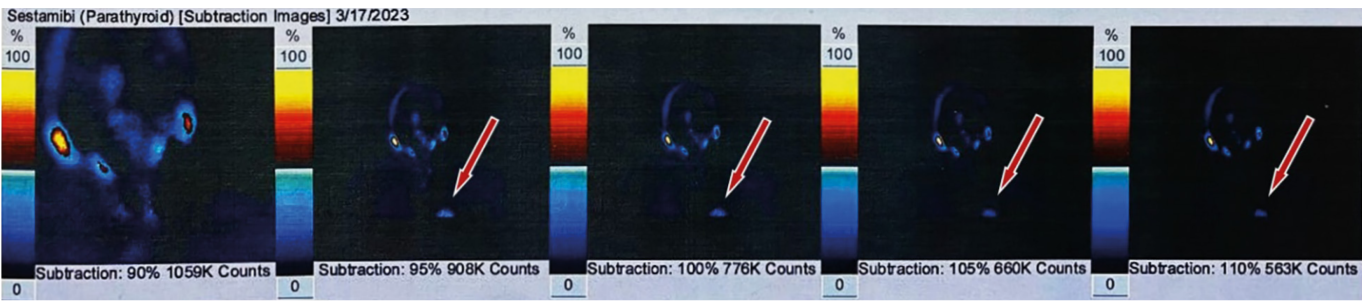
Сцинтиграфия ОЩЖ (MIBI).
